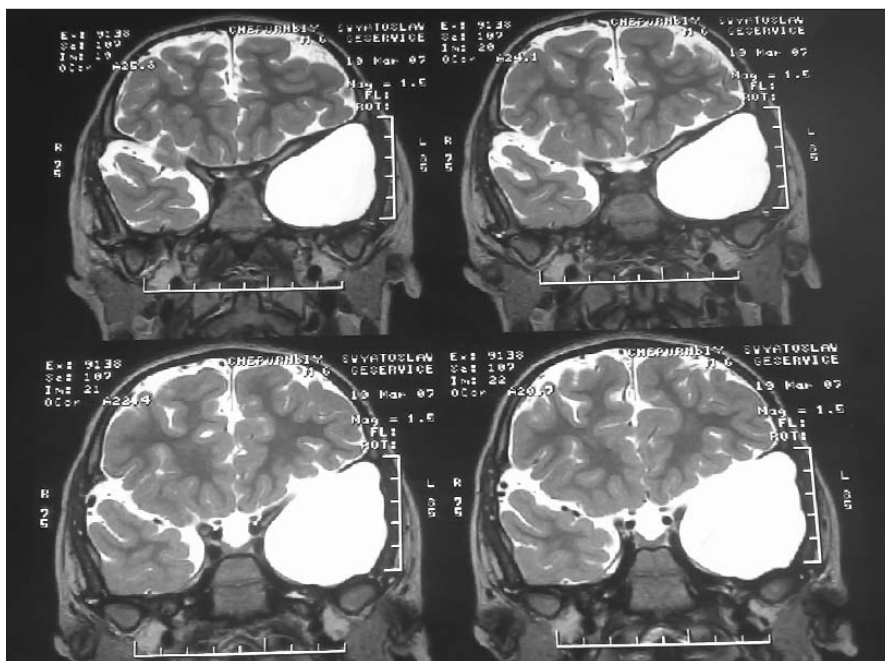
Магнитно-резонансная томограмма пациента III., 5 лет 6 мес. Фокальная височная эпилепсия; гигантская киста левой височной доли; церебральная ишемия III степени в перинатальном периоде
